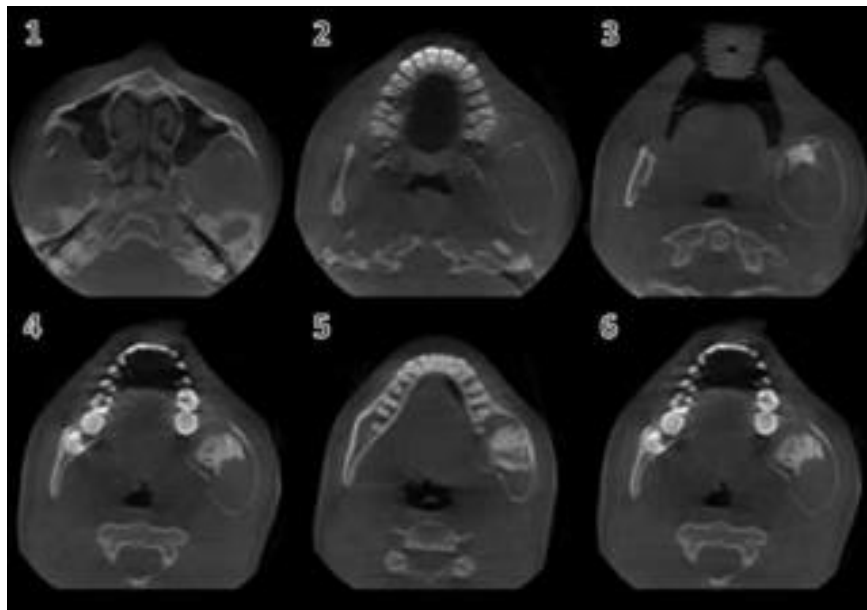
Tomografía computarizada cone-beam, Cortes axiales.⁴⁰
